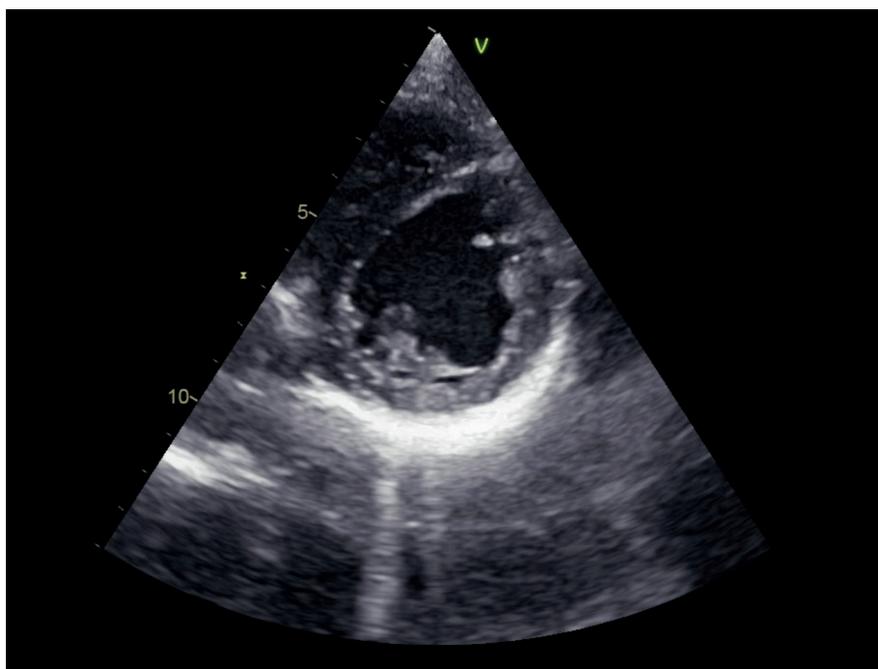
Ecocardiograma transtorácico que evidencia presencia de ambos músculos papilares.
